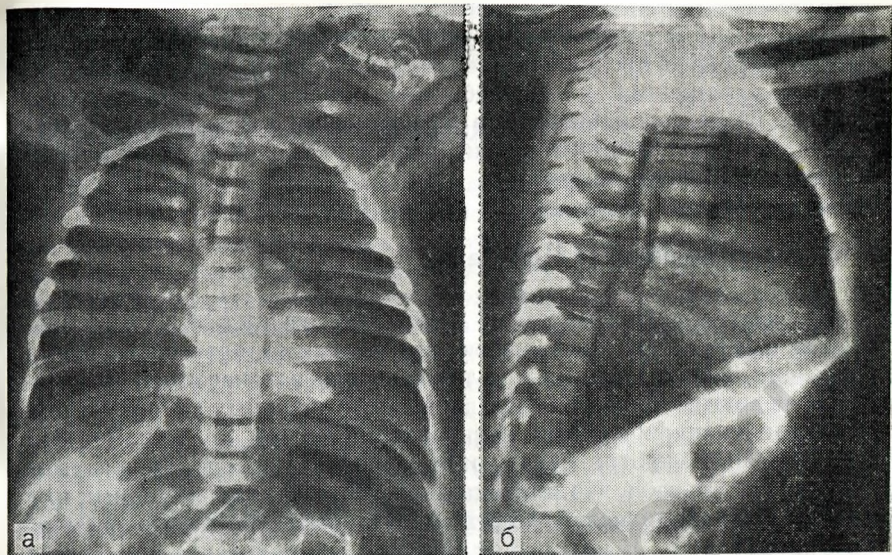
17. Рентгенограмма грудной клетки ребенка, страдающего распространенной обструкционной эмфиземой легких (повышенная прозрачность легочных полей), выполненная в дорсальной проекции в фазы вдоха и выдоха.
